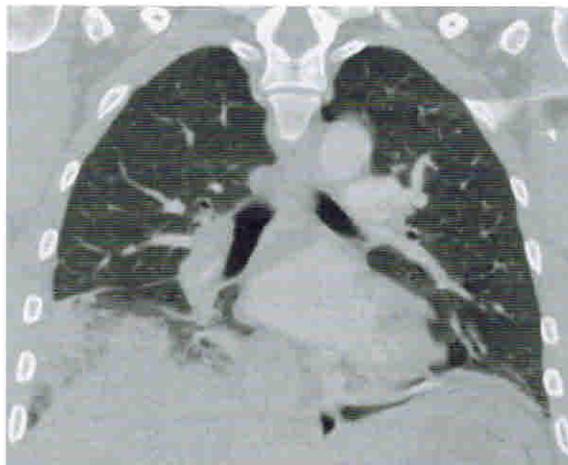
Компьютерная томограмма, переформатированное фронтальное изображение. Видно уплотнение части нижней доли справа, правая половина диафрагмы малоразличима.
